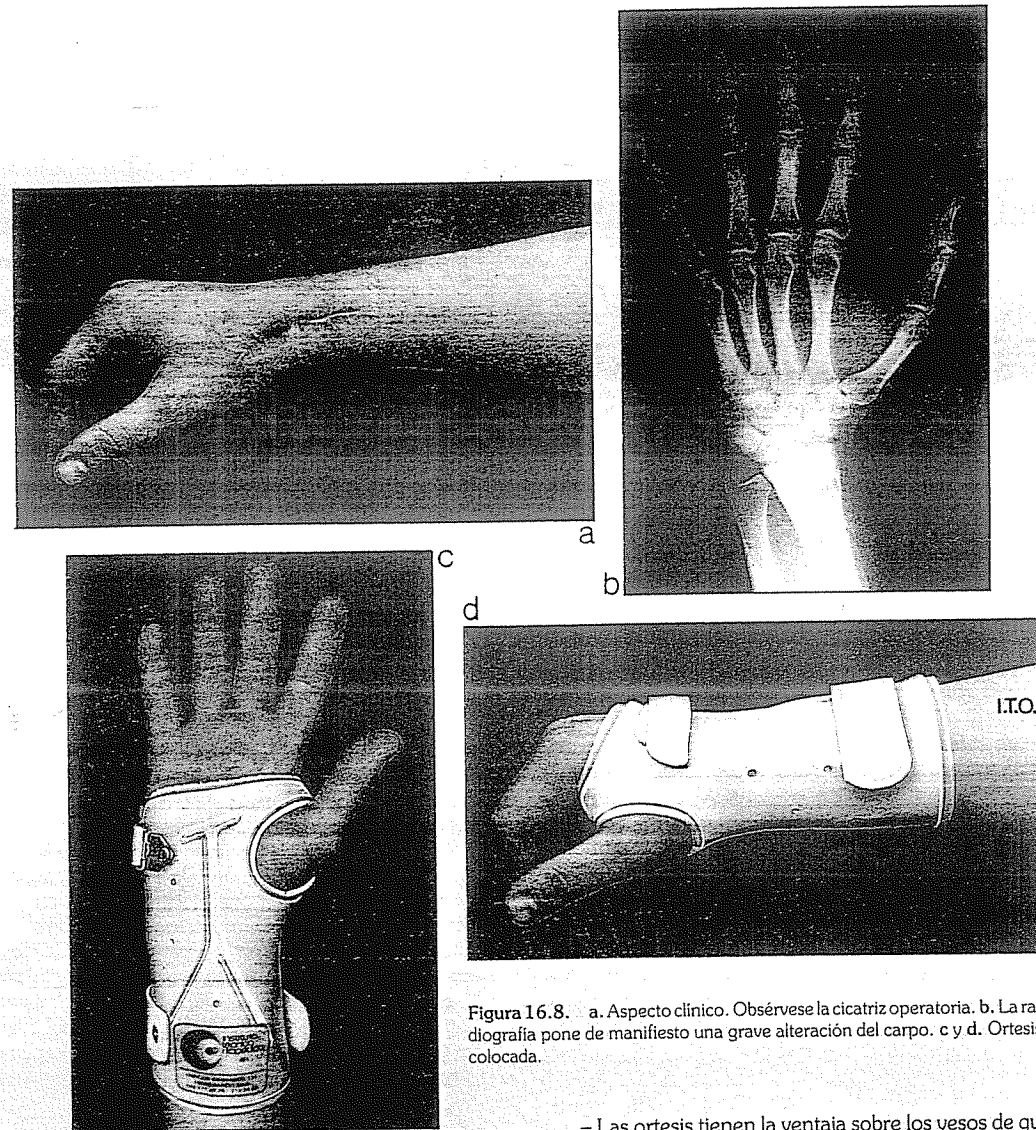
a. Aspecto clínico. Obsérvese la cicatriz operatoria. b. La radiografía pone de manifiesto una grave alteración del carpo. c y d. Ortesis colocada.
